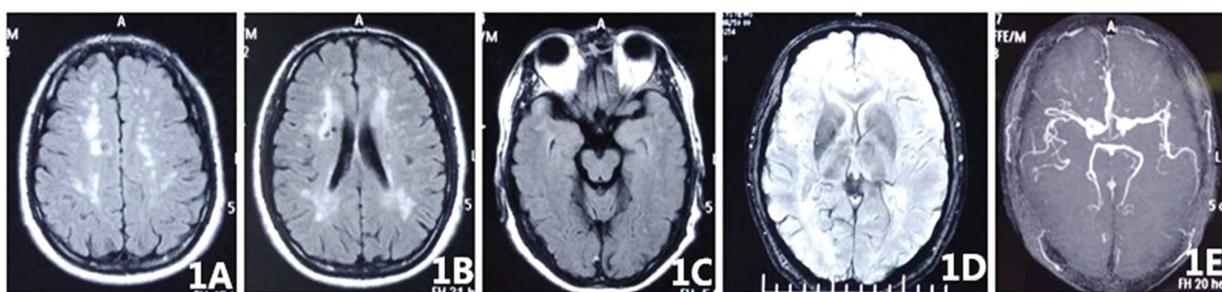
先证者头颅 MRI 和 MRA：FLAIR 示半卵圆中心及双侧脑室旁中度脱髓鞘改变，多发腔隙性脑梗塞，SWI 未见颅内出血改变(A、B、C、D)；双侧大脑前动脉水平段信号略浅淡，双侧大脑中动脉分支减少、变细，双侧大脑后动脉远端略变细(E)
